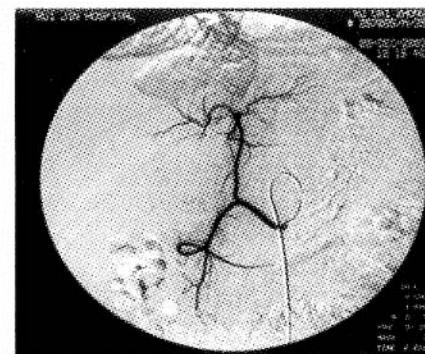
3 DSA 造影结果与 CTA 完全吻合
